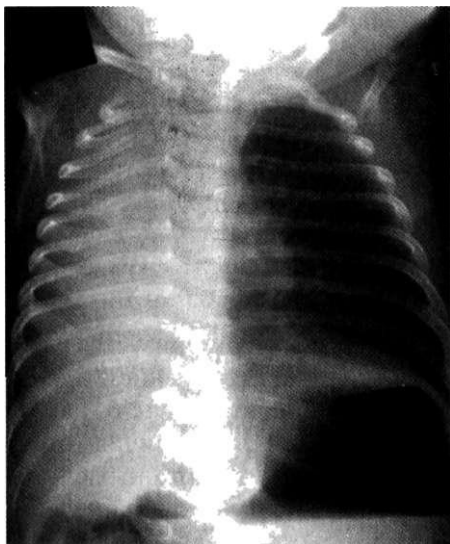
Аплазия правого лёгкого. Обзорная рентгенограмма. Затемнение правой половины грудной полости, смещение средостения вправо.
